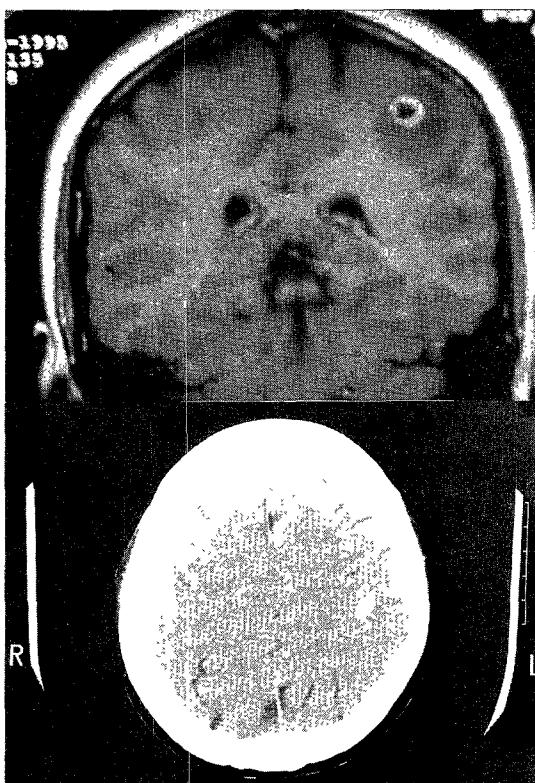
Preoperative MR and postoperative CT findings of case 2.
